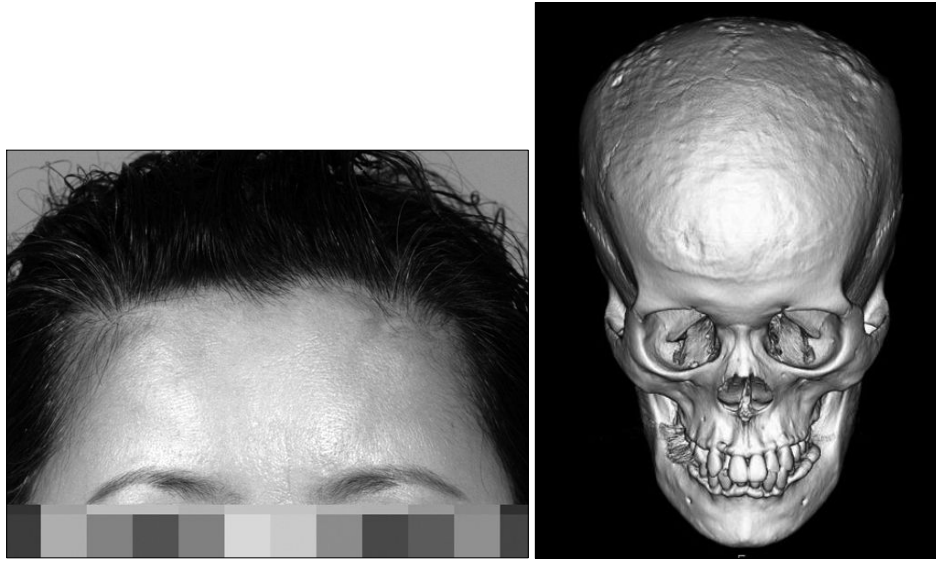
(Left) postoperative 11 days photography, patient showed smooth contour in the forehead. (Right) postoperative CT view, multiple osteomas in the frontal and parietal bone were removed.
